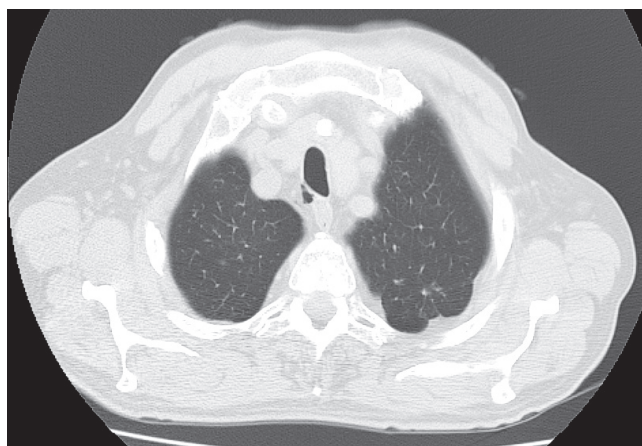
МСКТ легких больной РА 61 года. Плевральные наложения.
